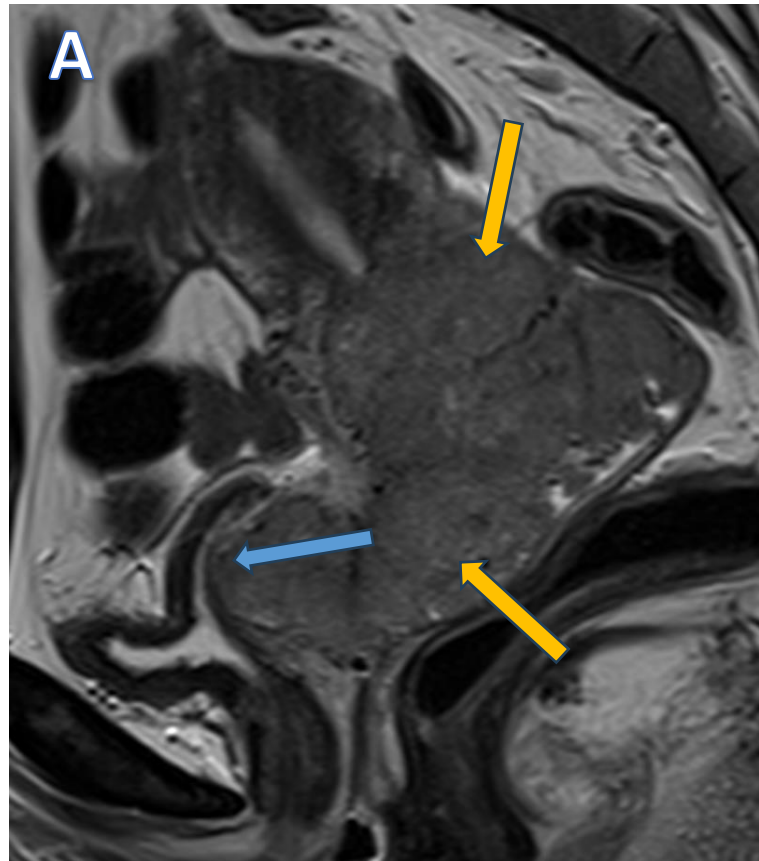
RM de pelvis de alta resolución en el plano sagital (A) y axial oblicuo(B) potenciadas en secuencia T2 . Se observa una formación tumoral sólida (flecha naranja en A y B), hiper/isointensa respecto al miometrio que invade el tercio superior del canal vaginal. En el plano axial, se observa que la misma no invade los parametrios, respetando el estroma cervical (líneas azules en B).
